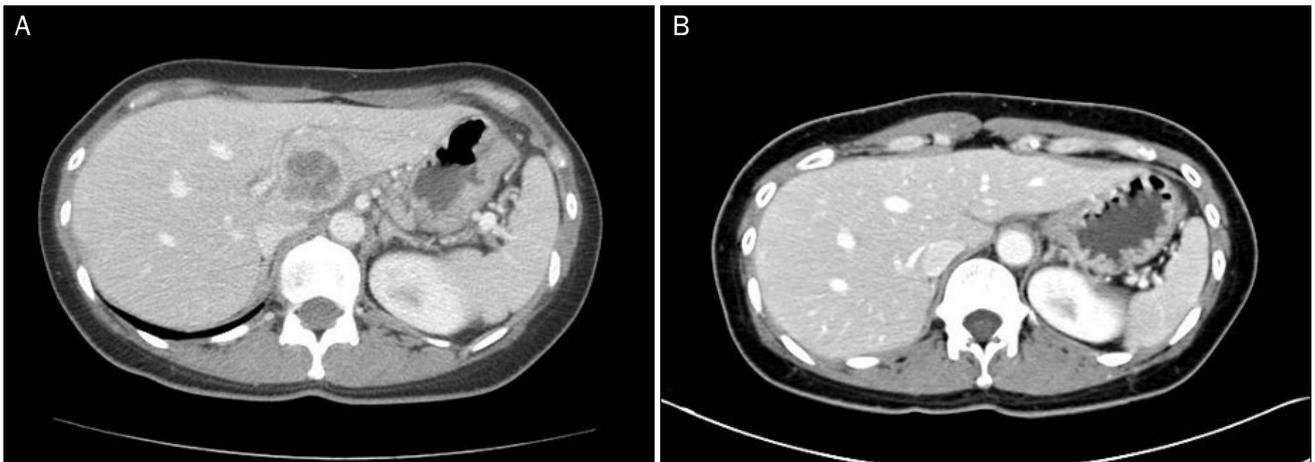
(A) Liver abscess with a size of 7.5×7.0 cm is observed in the segment three on the abdominal computed tomography. (B) Disappearance of liver abscess on a follow-up study after antibiotic treatment.
